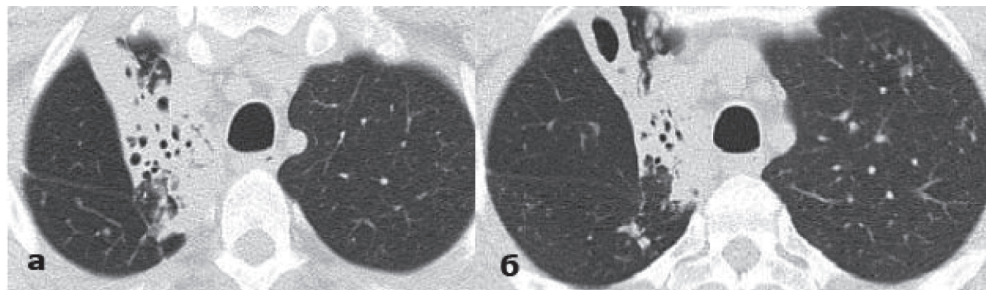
КТ ОГП хворої Н.: а — до початку лікування, б — через 5 міс. лікування.
